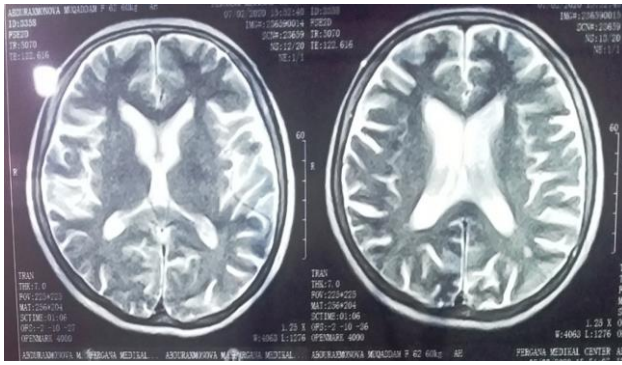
а. Больная А.М., 1958 г.р., 07.02.2020. МРТ-картина диффузной атрофии коры больших полушарий мозга с тривентрикулярной заместительной вентрикуломегалией. Fazekas 2.
